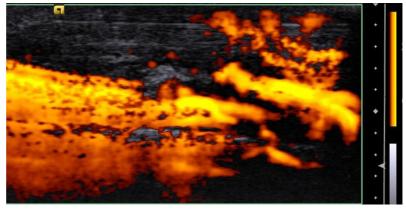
超音波顯影劑可增加肌腱炎的肌腱其內部之血流顯影: (上圖)注射前, (下圖)注射 1 分鐘後( by 張凱閱醫師)
